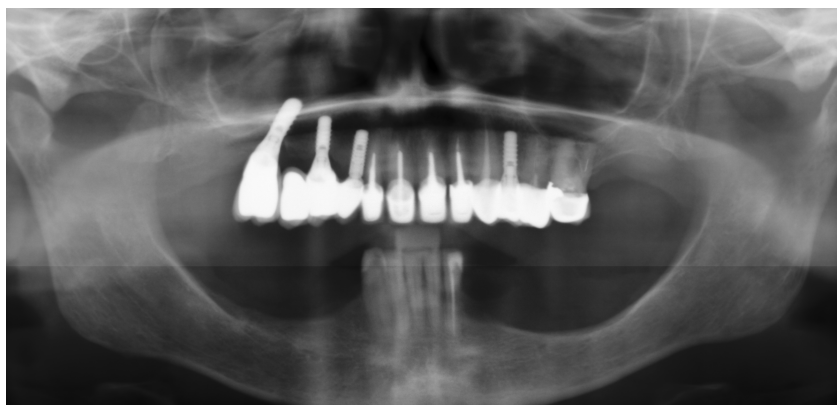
Radiografia panorâmica final, após colocação dos implantes 13, 14, 16 e 24.
